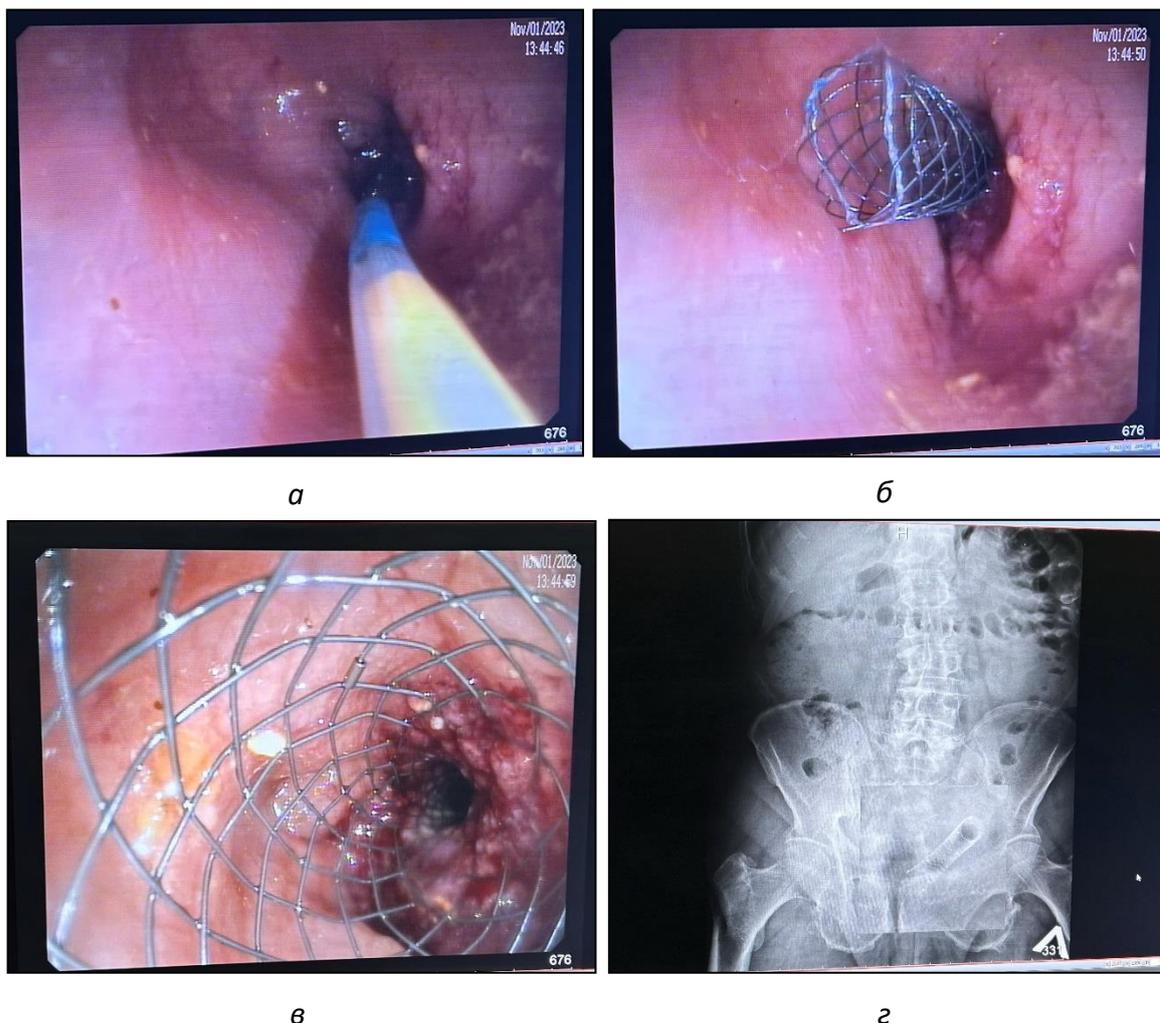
Установка стента (а – введение через проводник, б – саморасправление стента, в – установленный стент, г – рентгенограмма)
